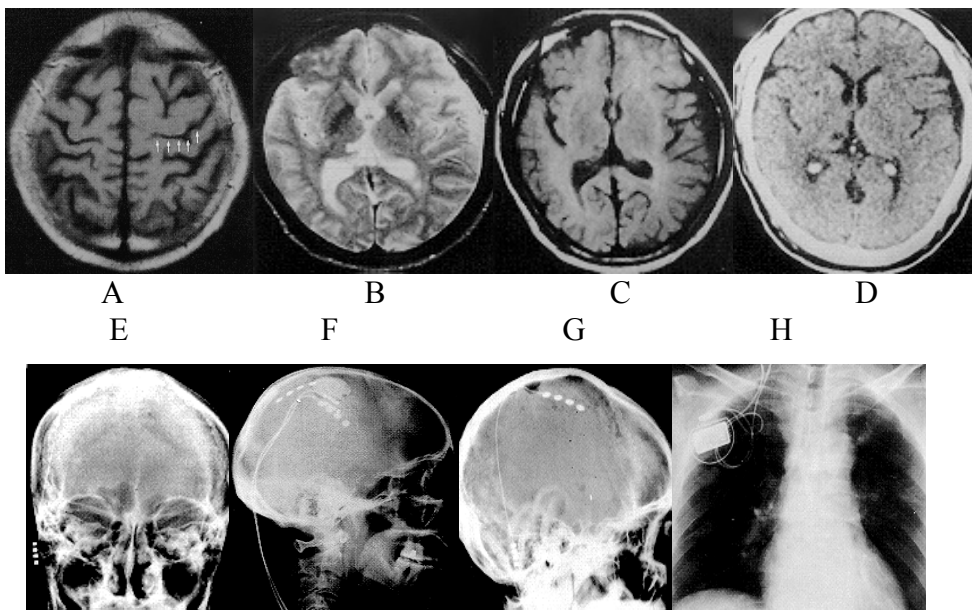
Stimularea cortexului motor: A evidențierea scizurii Rolando la explorarea prin rezonanță magnetică, poziția se transferă pe scalp în funcție de reperele osoase; B-D explorare prin RM și CT cerebral în cazul unui bolnav cu dureri talamice generate de stoke; E și F la același caz se remarcă pe radiografia craniului topografia electrozilor de stimulare; G și H la un alt bolnav cu dureri extinse pe suprafața unui hemicorp analgezia s-a obținut cu doi electrozi dispuși pe cortexul motor, conectați la un receiver Medtronic model 3272, folosind un sistem transmitter Medtronic model 3210.
